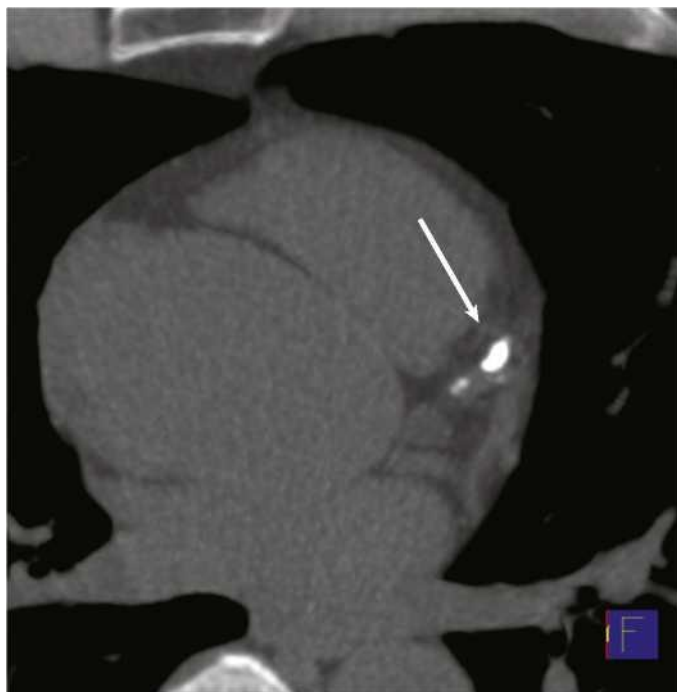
Coronary calcium. Non-contrast-enhanced CT image (3-mm slice thickness) showing a localized calcification in the proximal left anterior descending coronary artery (arrow). The Agatston score of this calcified plaque is 179.
